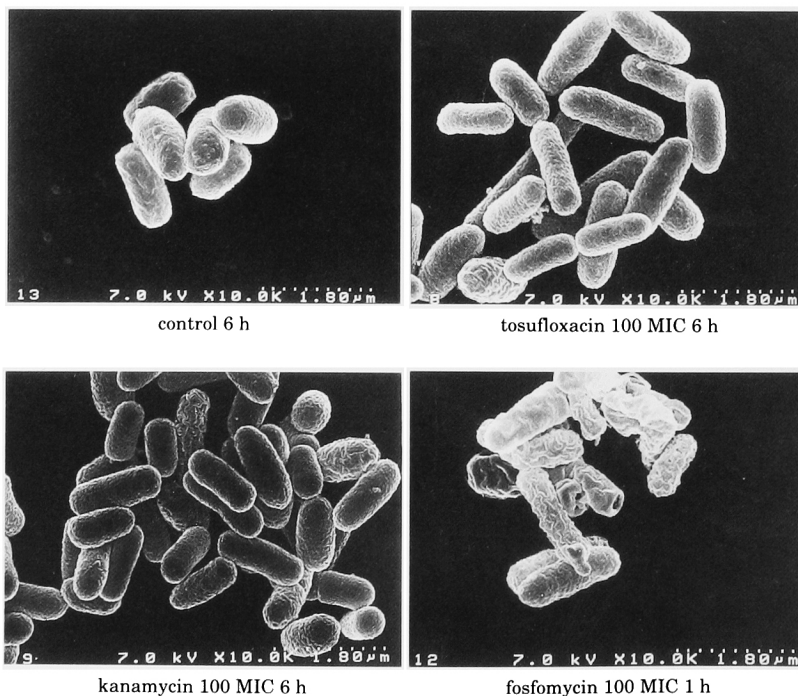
Morphological alteration of *Escherichia coli* TK-806 (O157) after exposure to tosofloxacin, kanamycin and fosfomycin.
